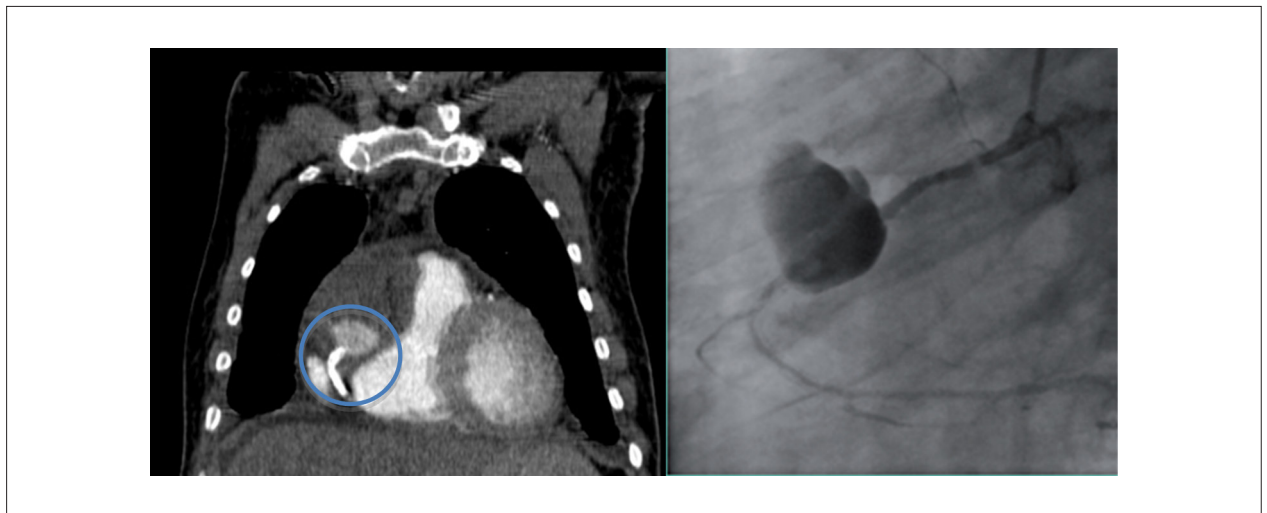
Angiotomografia axial computadorizada e coronariografia com aneurisma na coronária direita.
